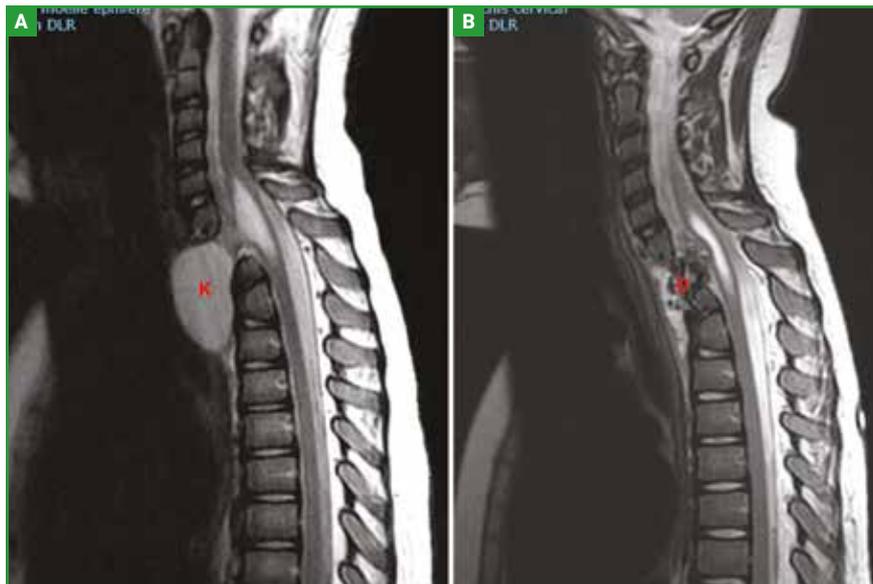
IRM séquence T2, coupes sagittales, kyste neurentérique C7. A : vue préopératoire, kyste neurentérique antérieur (K). B : vue postopératoire après exérèse du kyste et greffe osseuse (O) sur l'ouverture malformative du corps vertébral.
